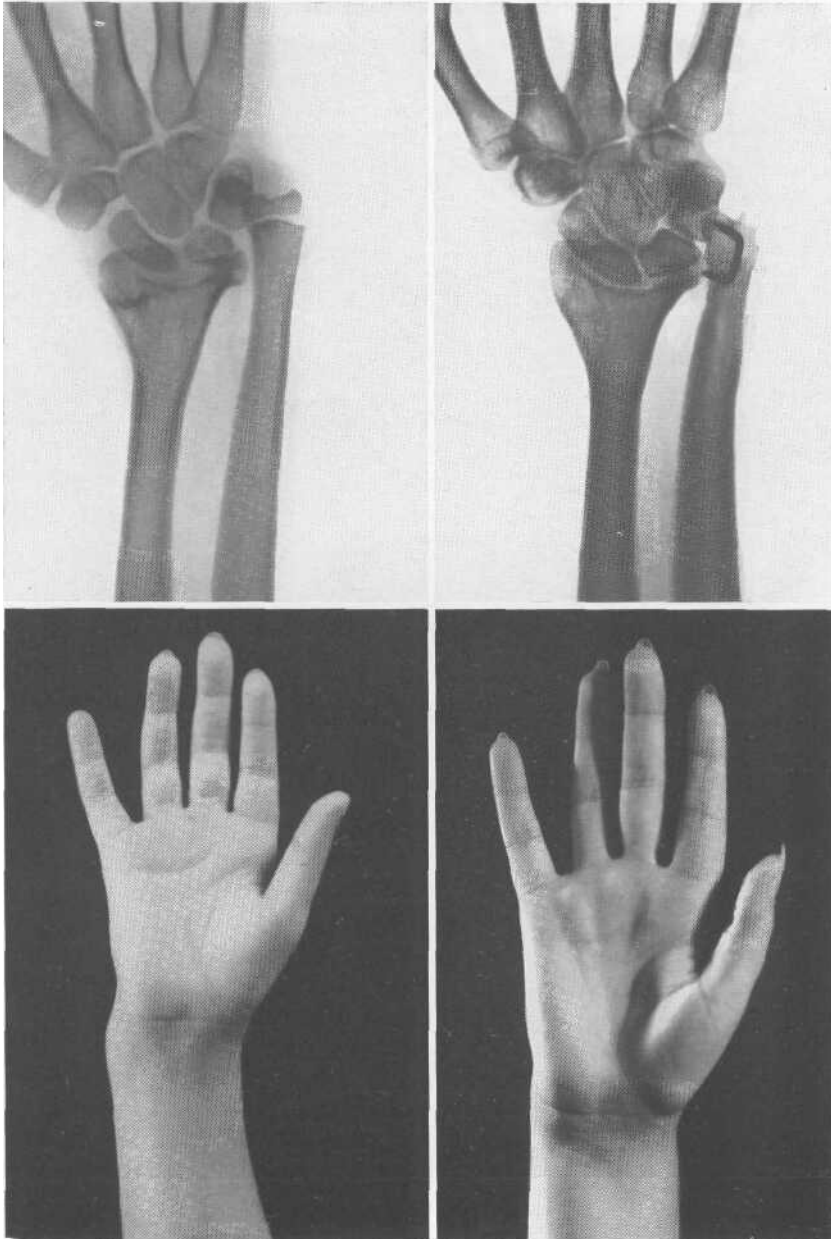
P.G., 9 a. 11. a) Pseudo-Madelung post-traumatico esito di distacco epifisario misto riportato all'età di 3 anni. A destra: risultato a distanza di 7 anni dall'intervento di epifisiodesi dell'ulna con cambra. Discreto allineamento del polso con epifisi radiale ed ulnare quasi allo stesso livello, b) Foto della Paziente prima a sinistra e dopo l'intervento a destra: buon risultato estetico che appare anzi superiore a quello radiografico. Motilità buona. Non dolori.
